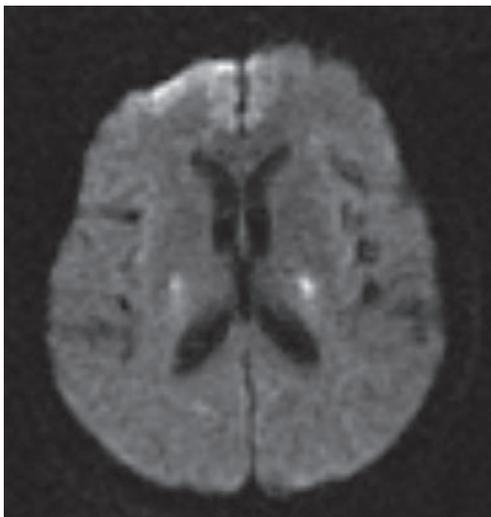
初発時の頭部MRI（拡散強調画像） 両側内包後脚に異常高信号を認める。
